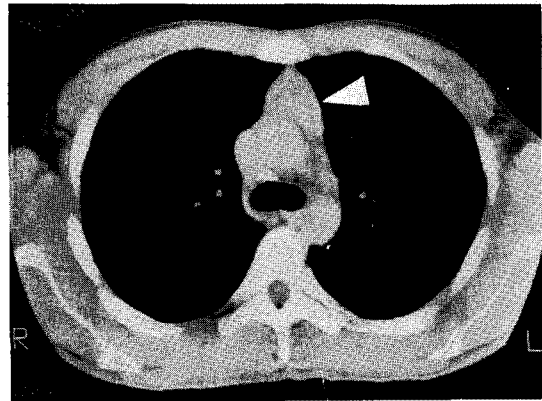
Chest CT scan shows homogenous and highly enhancing triangular shaped anterior mediastinal mass(arrow).
